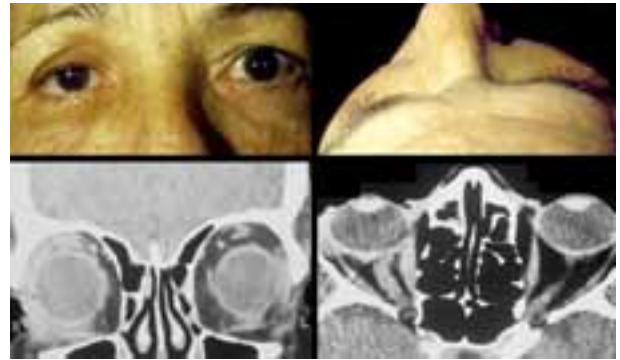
Paciente # 7. Enoftalmía derecha y tomografía computarizada con infiltración de la grasa orbitaria y recto medial derecho.
